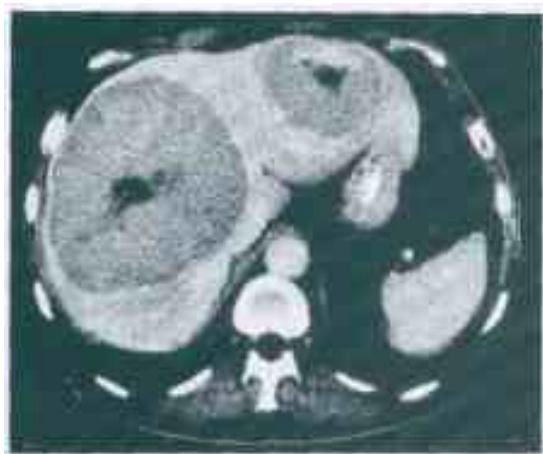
Metastaze hepatice voluminoase de carcinoid ileal: aspect tomografic⁵
